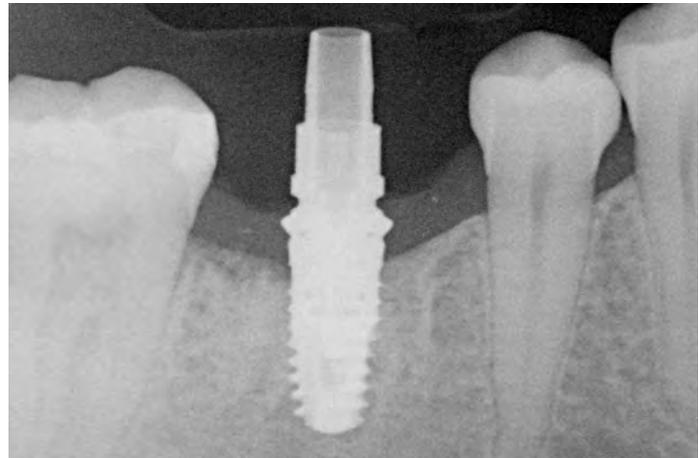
Röntgenkontrollaufnahme mit Scanpfosten
